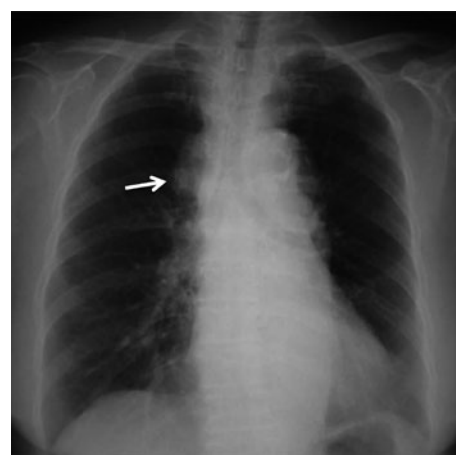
入院時胸部X線写真．右第1弓に上大静脈とシルエットサイン陽性の腫瘍影を認めた．
